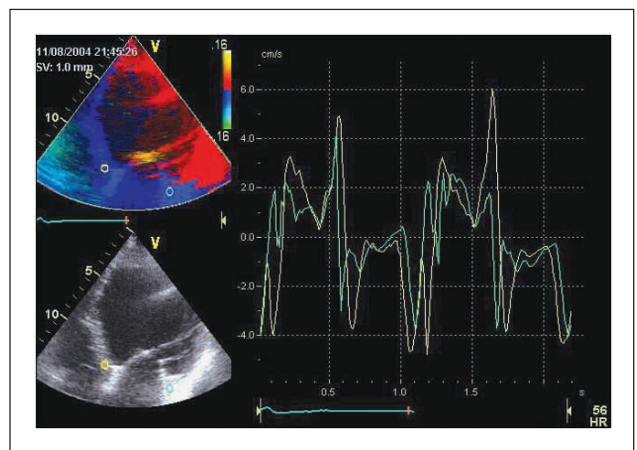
Kontrolle des Gewebedoppler nach biventrikulärer PM-Stimulation; synchrone Wandbewegung des Septums und der Lateralwand des linken Ventrikels.
